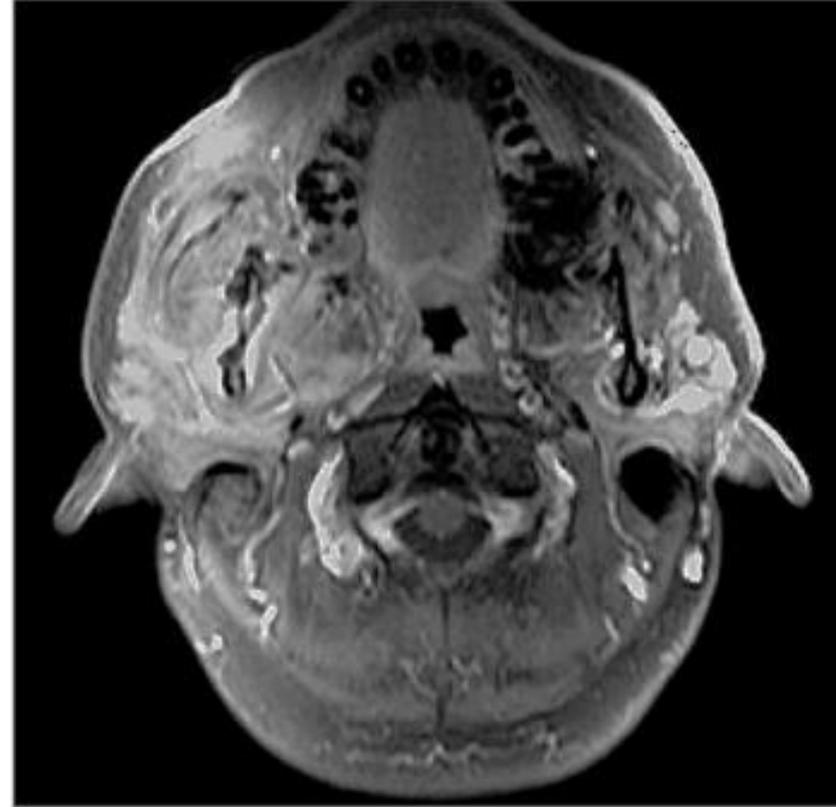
Día 62. Imagen axial de una IRM con contraste, saturada con grasa, en T1 que demuestra una inflamación persistente de los tejidos blandos perimandibulares con captación de contraste como signo de osteomielitis.
